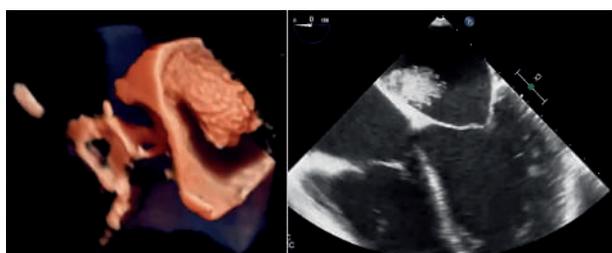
Mixoma auricular en aurícula izquierda visualizado en ecocardiograma transesofágico en imagen 2D y 3D.
